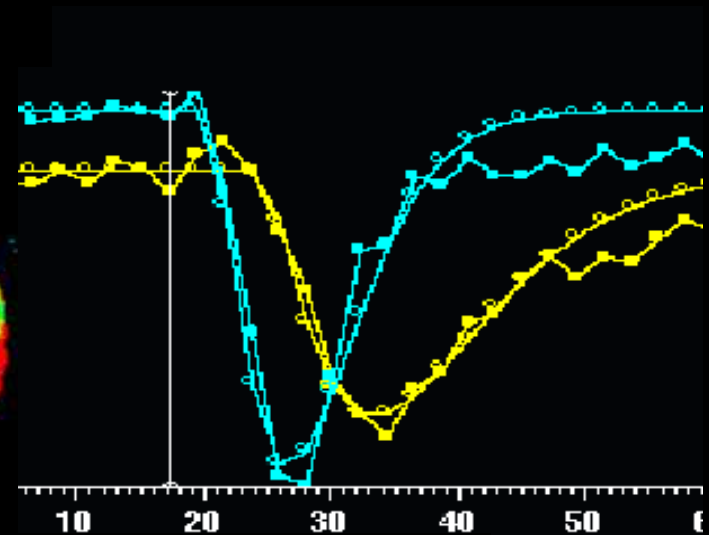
Images d'Indices de Perfusion Cérébrale en IRM T2* avec Gd
